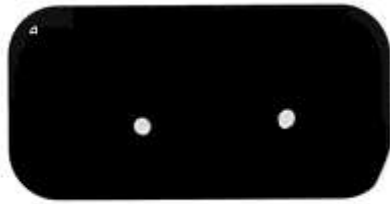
Röntgenaufnahme von Prüfkörper 5
